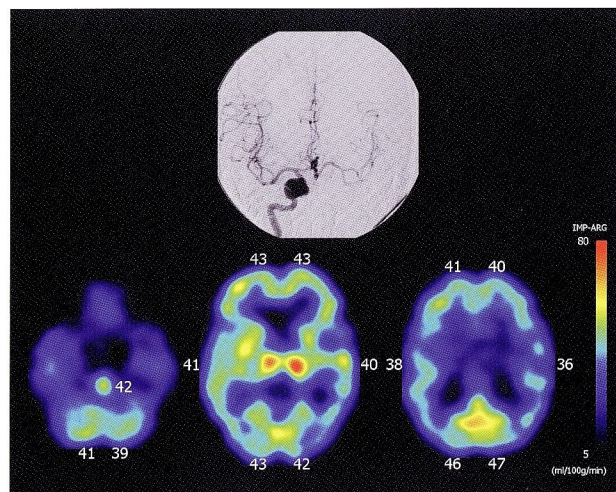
左内頸動脈balloon test occlusion（BTO）時の脳血管造影（上段：Rt. ICAG）と¹²³I-IMP SPECT（下段）
